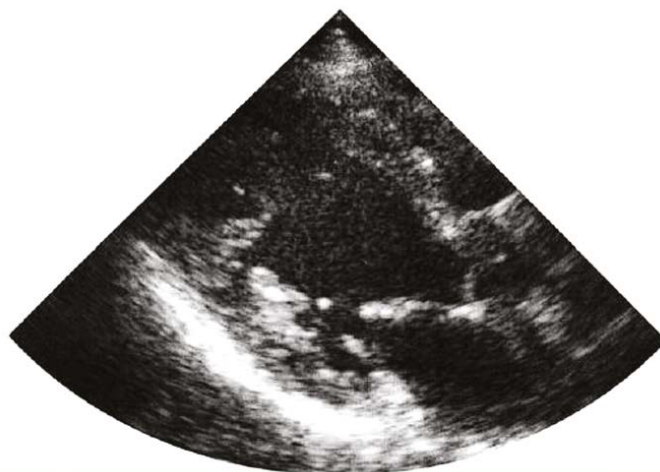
Transthorakální echokardiografie (11/2005) – parasternální projekce 2-DE na levou komoru srdeční
